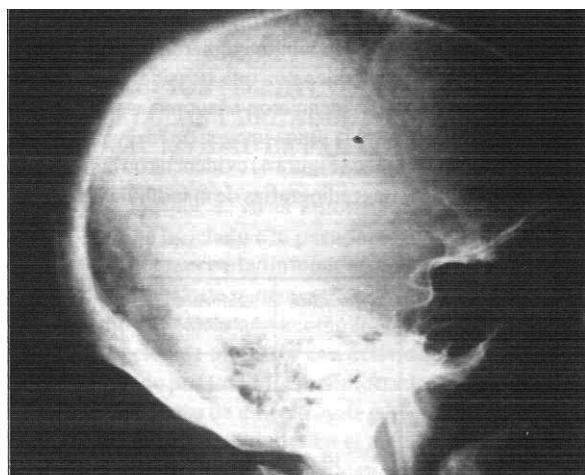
Radiografía lateral de cráneo. Existen las típicas imágenes en sal y pimienta.
